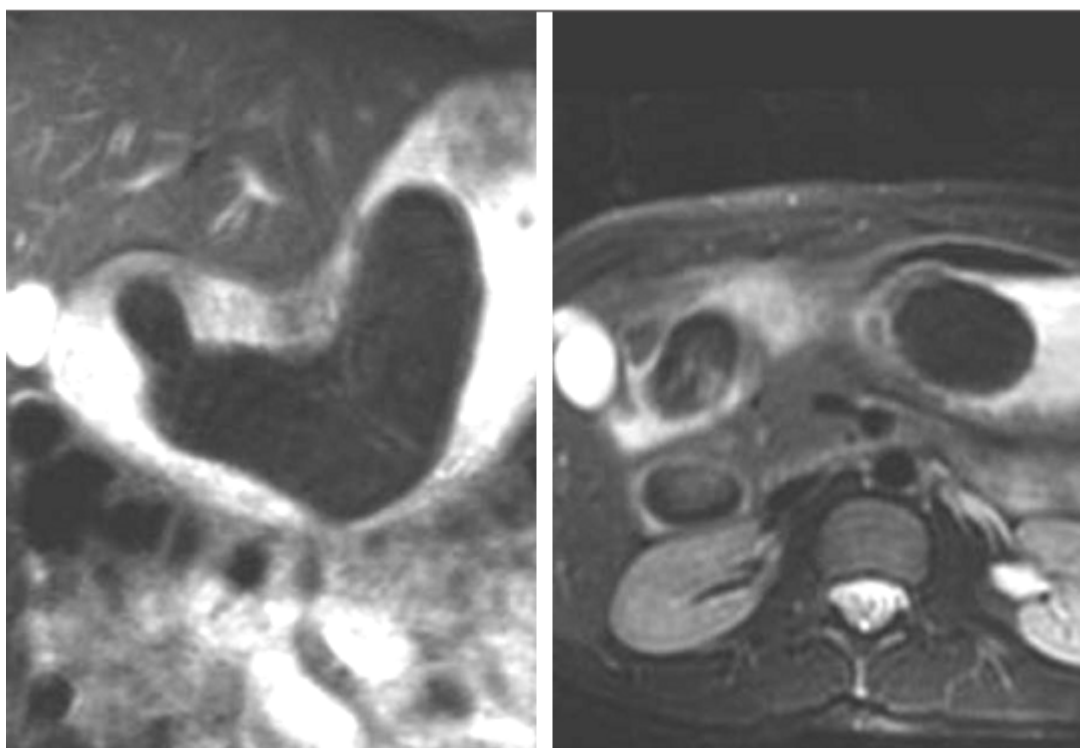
IRM: coupe coronale et axiale en pondération T2 avec ingestion d'eau montrant la masse intragastrique en hyposignal et son extension vers le duodénum.
